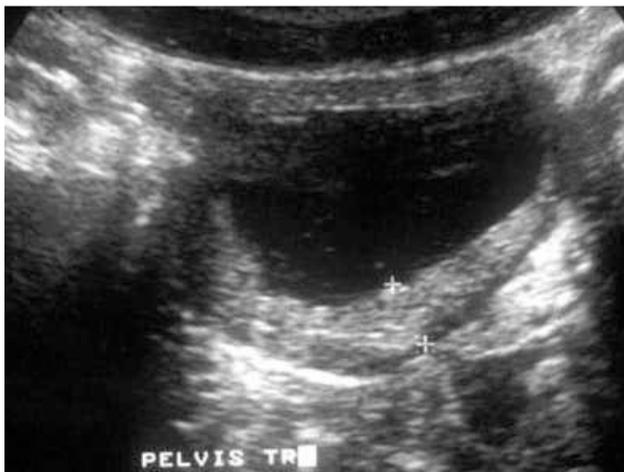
Aspect échographique d'une cystite bactérienne
